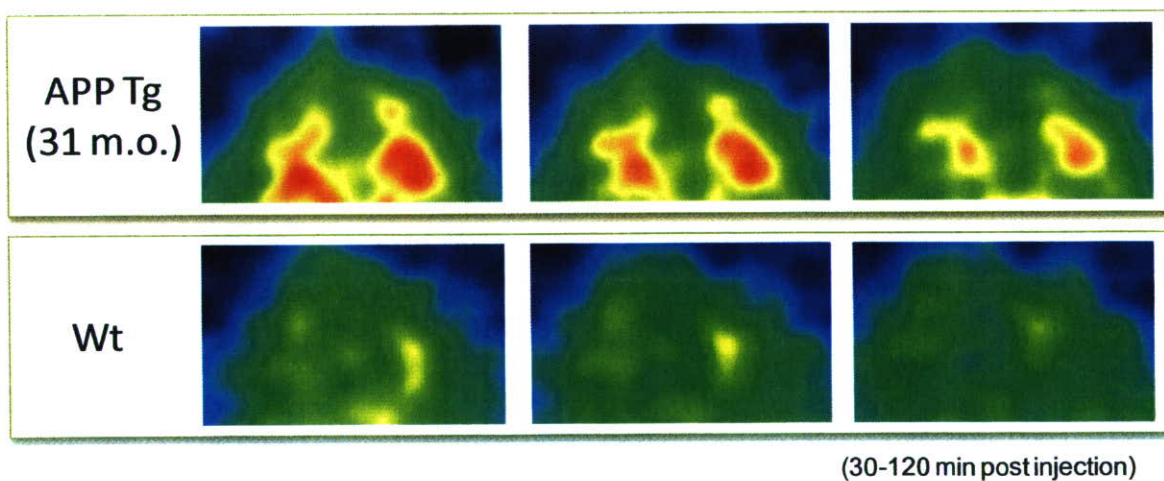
$[^{18}\text{F}]$ FACT の Fine PET®イメージ
